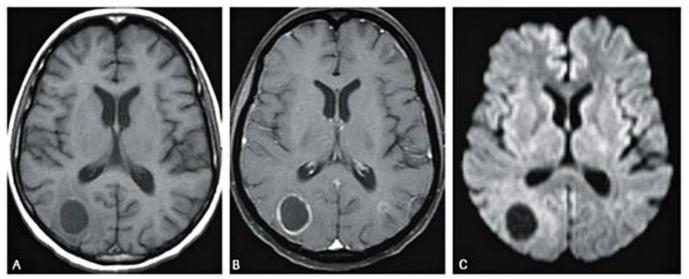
Paciente portador de neoplasia mamária e metástases cerebrais. Imagem de RM no plano axial, ponderada em T1 (A), demonstra uma lesão cística no lobo occipital direito. Note o edema perilesional, que apresenta leve hipossinal. A imagem correspondente pós-contraste (B) mostra realce periférico da lesão e outra lesão menor, contralateral. Imagem axial ponderada em difusão (C), obtida no mesmo nível das anteriores, demonstra que o conteúdo da lesão tem sinal semelhante ao do liquor, o que favorece a hipótese de origem tumoral.
